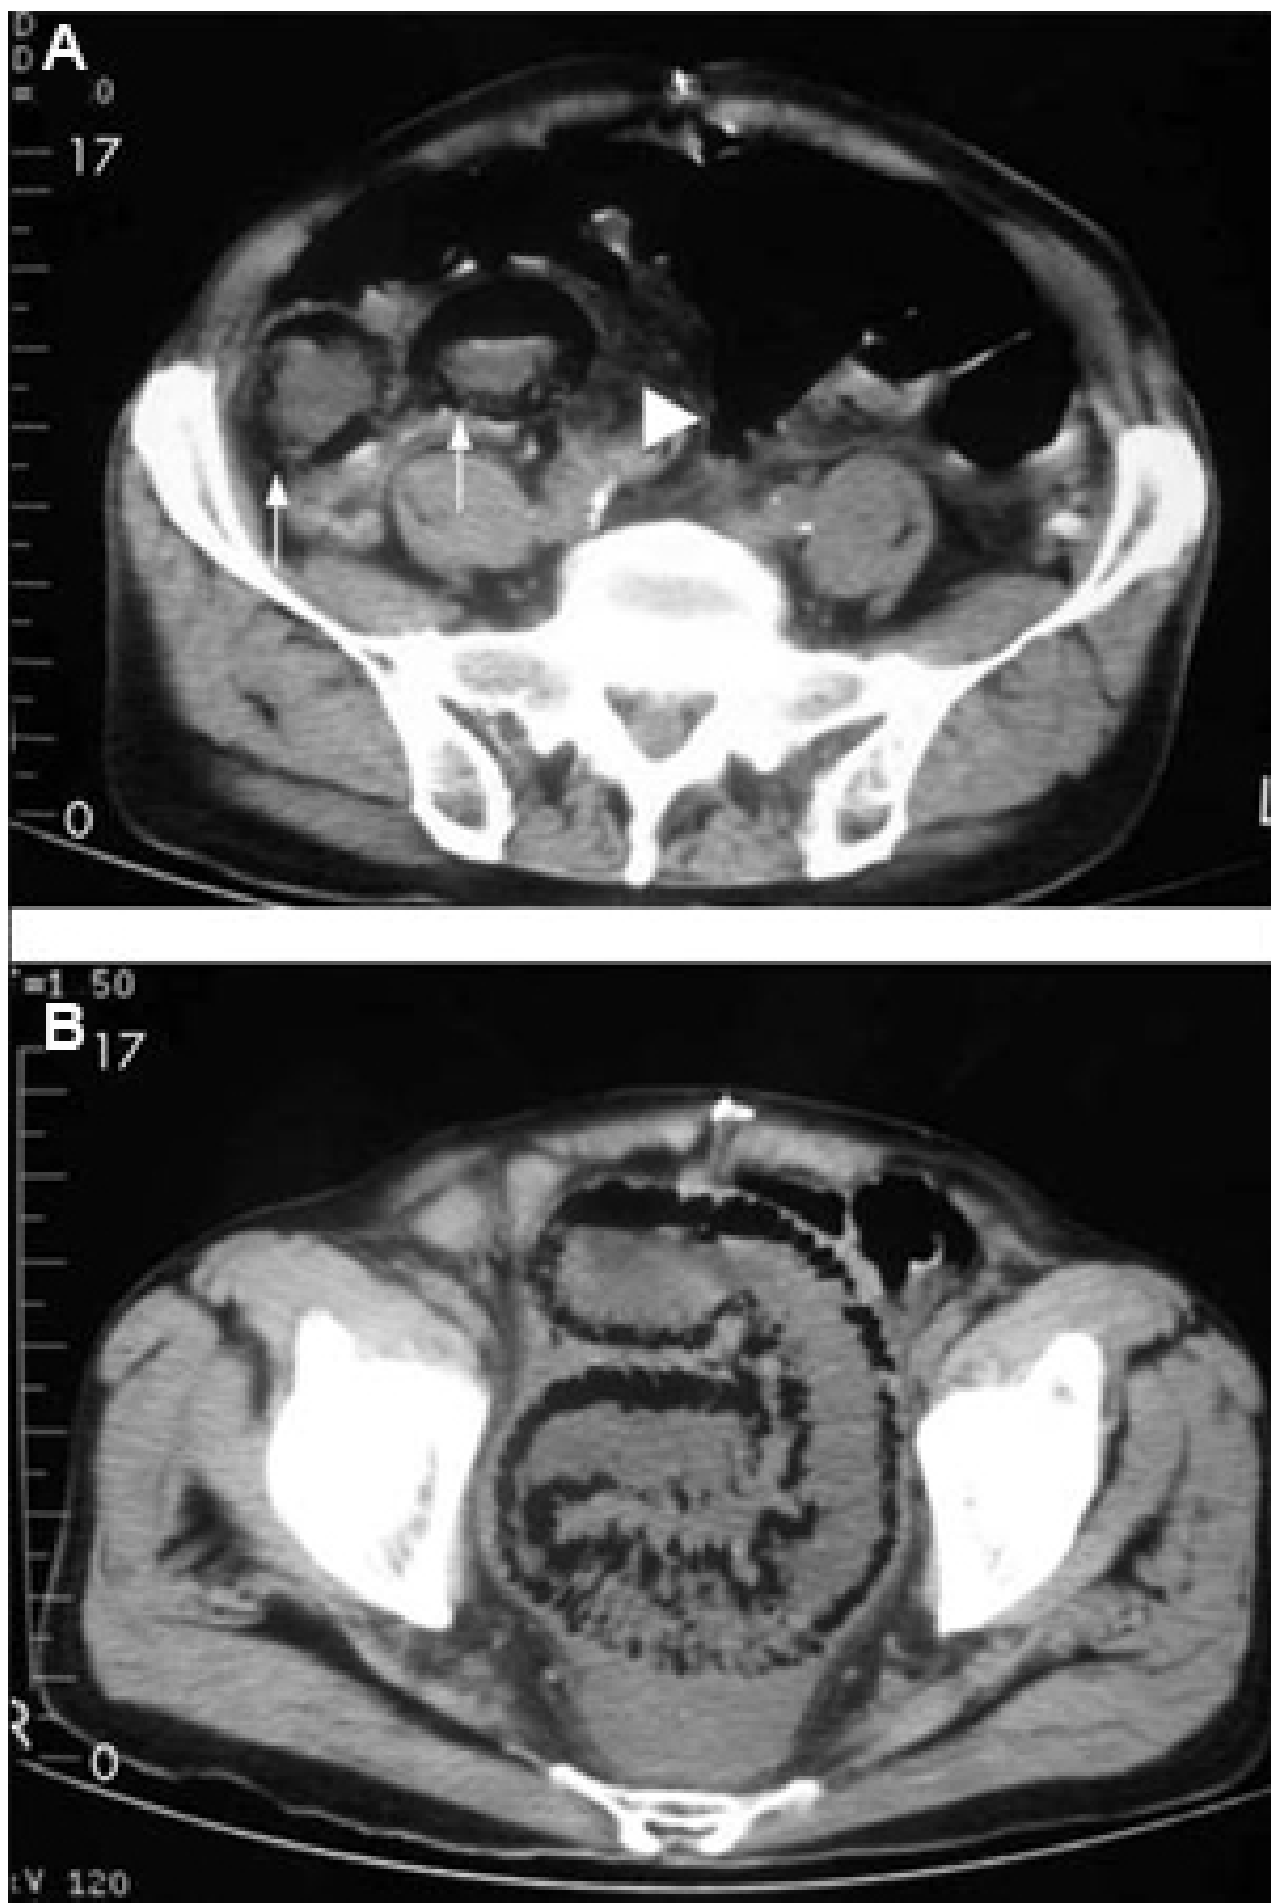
Tomografia computadorizada (TC): espessamento circunferencial da parede do cólon transverso; as setas brancas mostram o sinal de impressão digital
